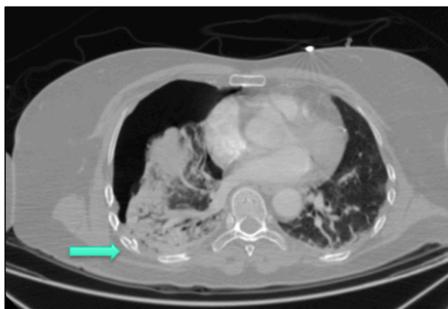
TC: fractura costal con pequeño fragmento desplazado, neumotórax y contusión pulmonar
